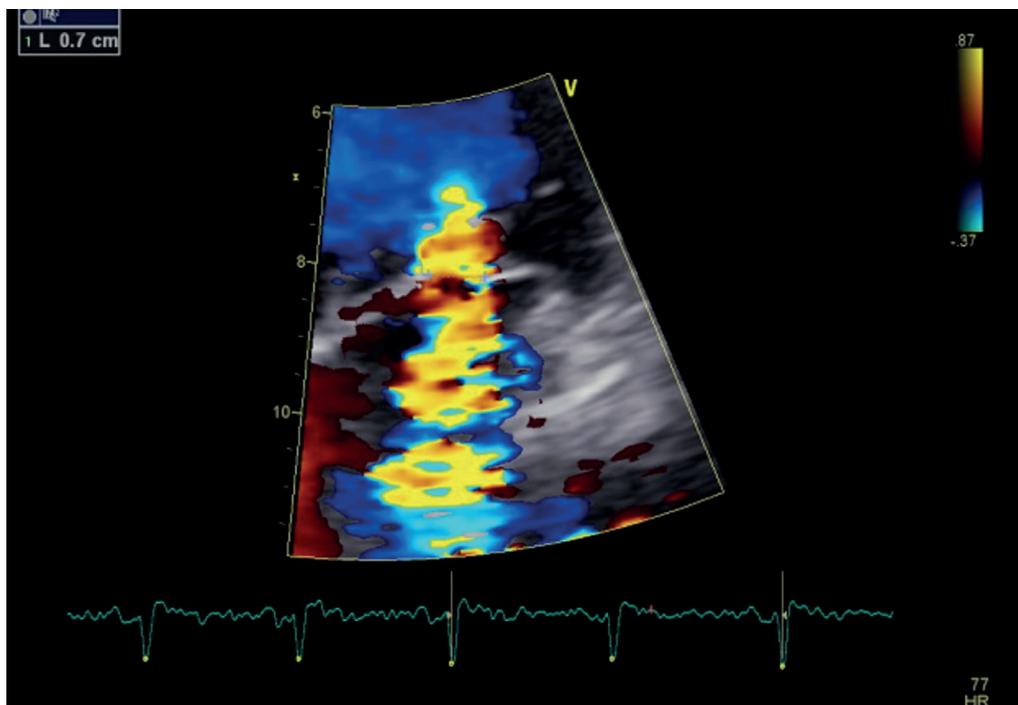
Ecocardiograma transtorácico que muestra IM severa.
